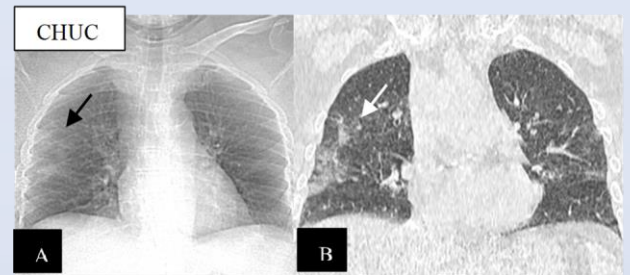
Radiographie du thorax (A) avec opacités pulmonaires périphériques droites médio-basales (flèche noire) correspondant aux opacités en verre dépoli (flèche blanche) sur l'image TDM thoracique coronale (B).
